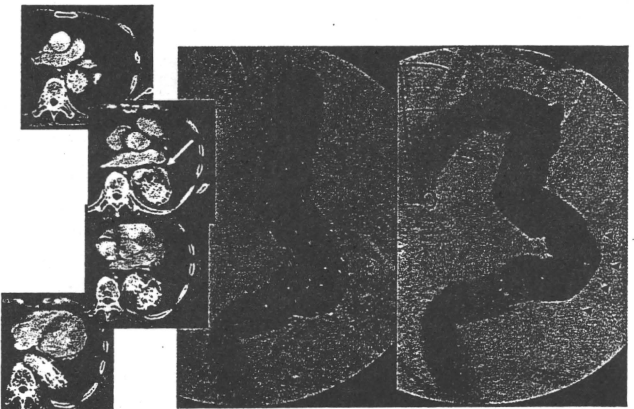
CT scan and angiogram depicted migration and endoleak (arrow).
